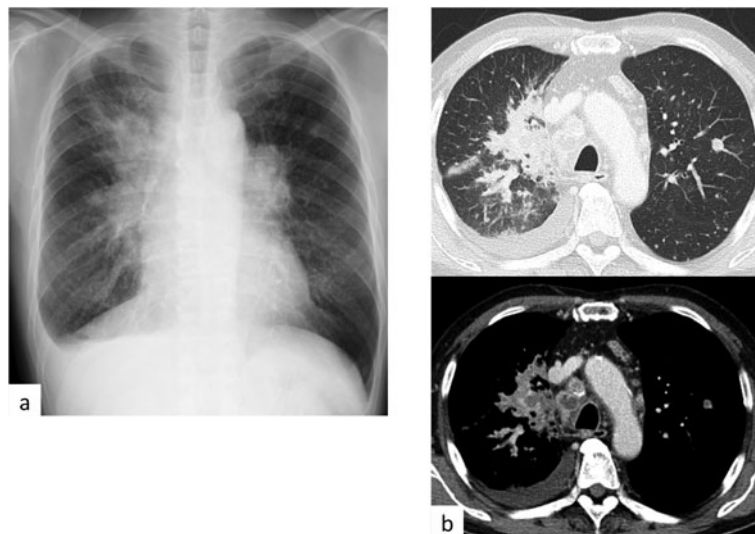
20XX年12月入院時画像所見. (a) 胸部X線写真. 右胸水および肺門部の腫脹を認めた. (b) 胸部造影CT. 右胸水, 縦隔・肺門リンパ節腫大および右肺門部の腫瘍を認める. 左肺野に結節および多発粒状影の新出を認めた.
